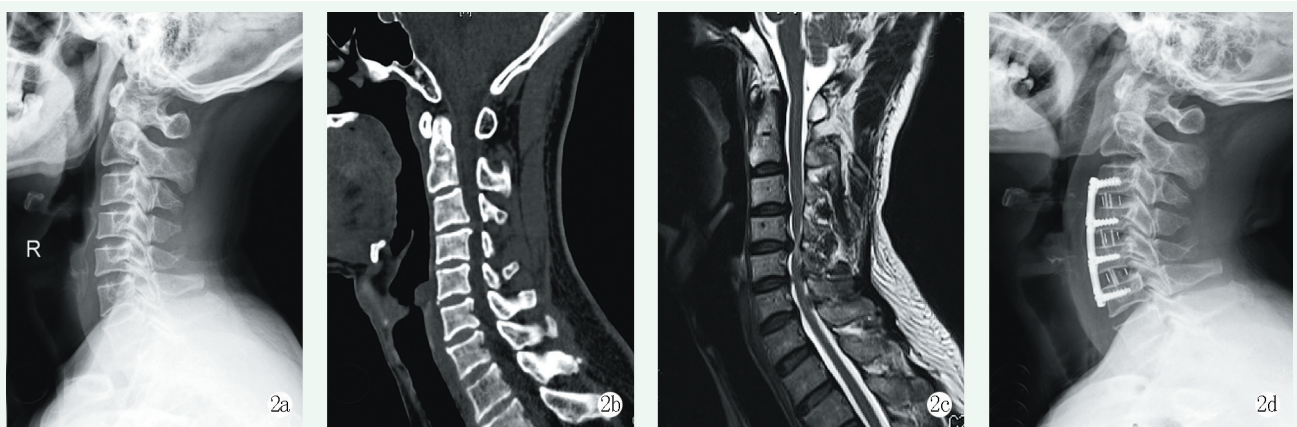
患者,男,46岁,多节段脊髓型颈椎病 2a~2c:术前影像显示,C_{3/4}、C_{4/5}、C_{5/6}椎间盘突出,椎体后缘骨赘,脊髓受压 2d:行C_{3/4}、C_{4/5}和C_{5/6}节段ACDF术,术后侧位X线片见内置物位置良好,颈前凸曲度良好
